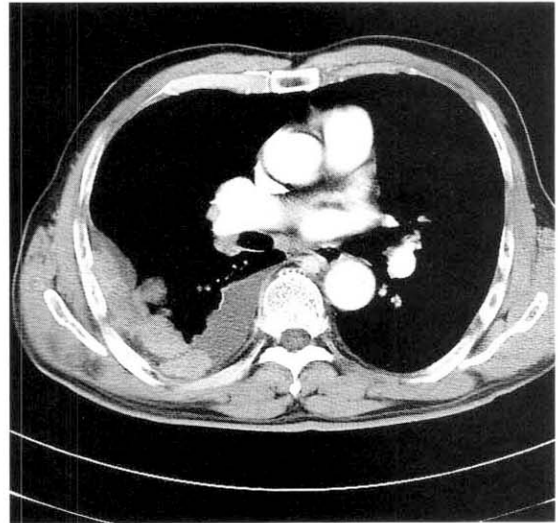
Chest CT scan shows multiple enhanced pleural based masses with pleural effusion.
